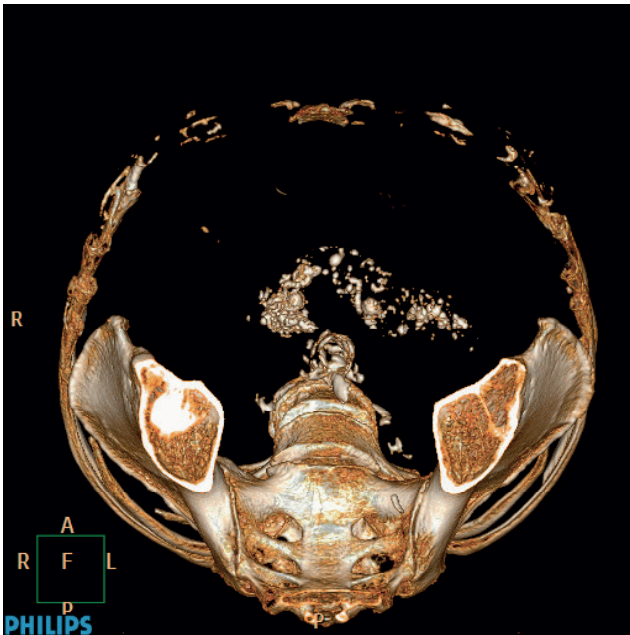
3D-реконструкция КТ изображения больного с хроническим калькулезным панкреатитом, осложненного ЛА селезеночной артерии и вируснолитиазом.
